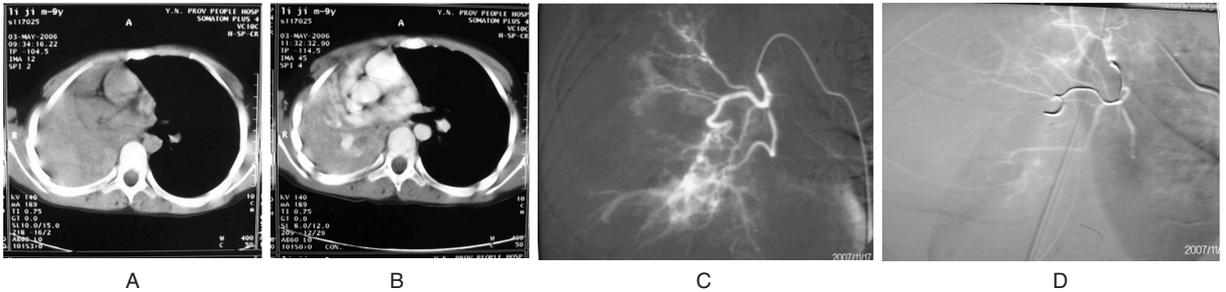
肺部CT与DSA造影 A:CT平扫 右侧主支气管闭塞,右肺叶呈大片状致密影,呈软组织密度,CT值40~58 Hu,偏中央区稍高,右侧胸廓塌陷,纵隔右移; B:CT增强 增强扫描右肺叶呈不均匀强化,右主支气管闭塞,右肺全肺不张并实变; C:DSA造影 右侧支气管动脉造影示右侧支气管动脉分支血管增多,右下支气管动脉远端可见畸形血管团,并见肺动脉显影及造影剂外溢征象; D:介入治疗后 右下支气管动脉远端畸形血管未见造影剂外溢征象,见6 mm×2 mm带毛弹簧圈影像。
